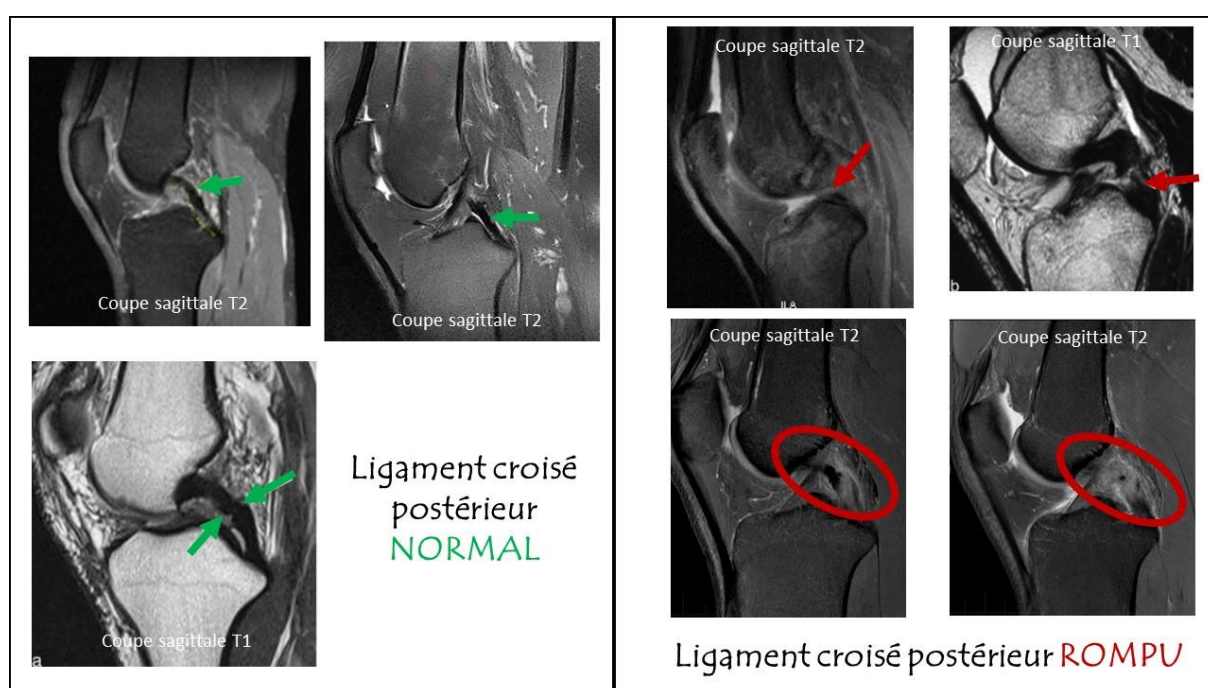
Visualisation du ligament croisé postérieur lors d'une IRM [194][195]
